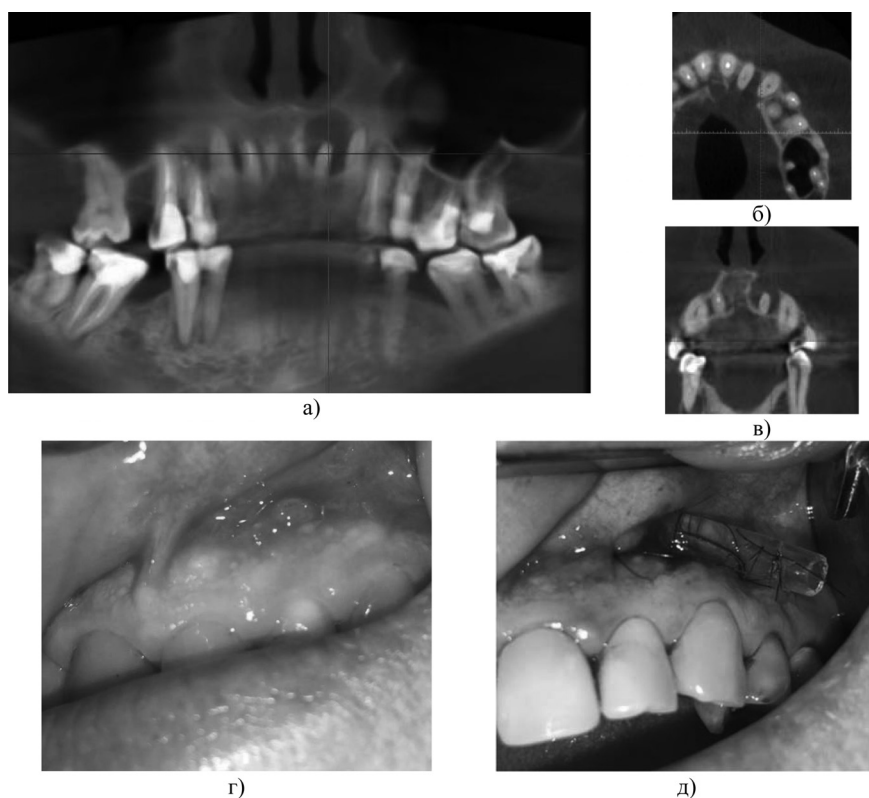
Пациентка М., 65 лет, исходная клиническая картина: а, б, в — срезы компьютерных томограмм, г — свищевой ход в области вершины зуба 2.2; д — декомпрессионный дренаж
